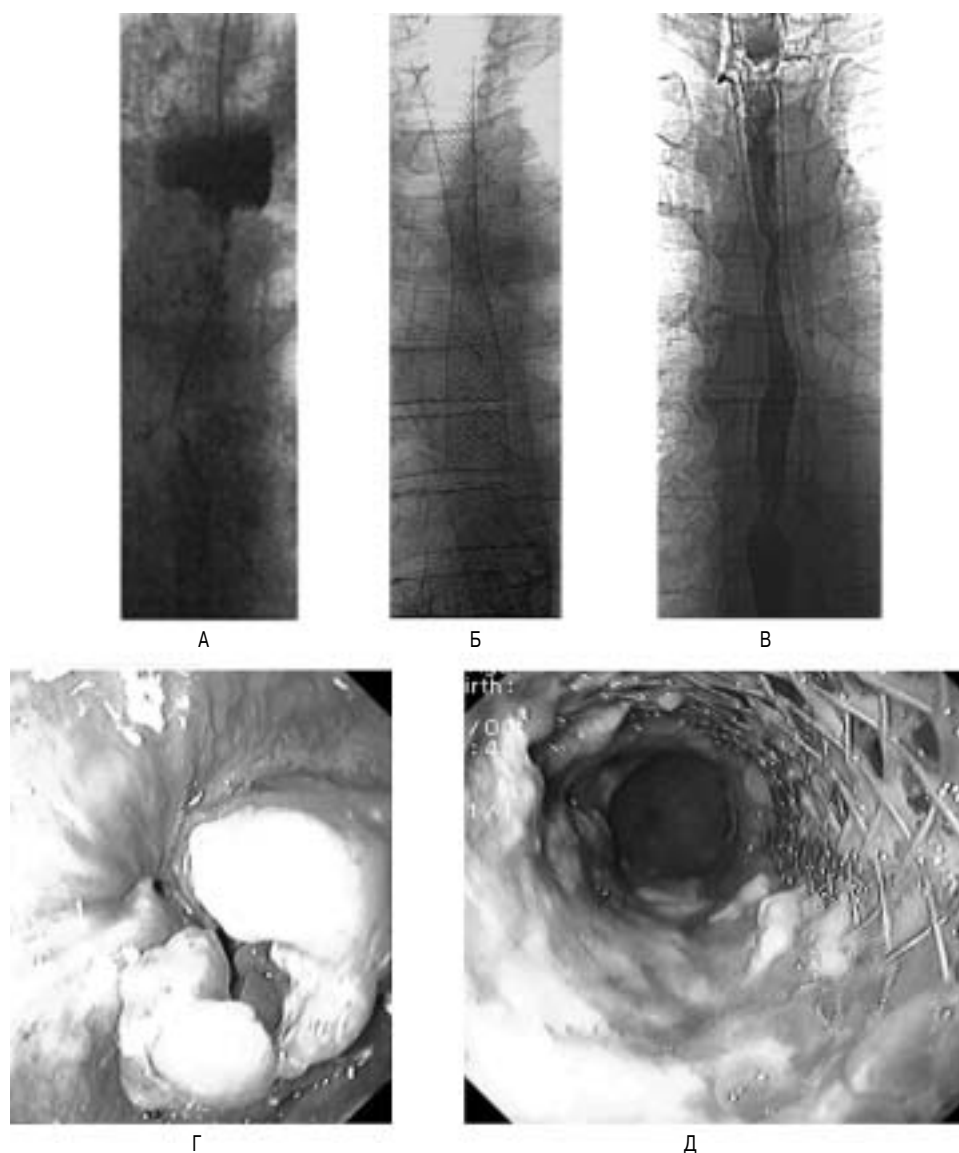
Больной Г., 68 лет. Неоперабельный рак средней трети пищевода. Эзофагограмма в прямой проекции: А – опухолевая стриктура пищевода с выраженным престенотическим расширением (дисфагия IV степени). Б – прямая рентгенограмма – в просвет пищевода имплантирован стент. В – эзофагограмма в прямой проекции после стентирования – проходимость пищевода восстановлена. Г – эндоскопическая картина: опухолевая стриктура пищевода. Д – состояние после стентирования, проходимость пищевода восстановлена имплантированным стентом.
